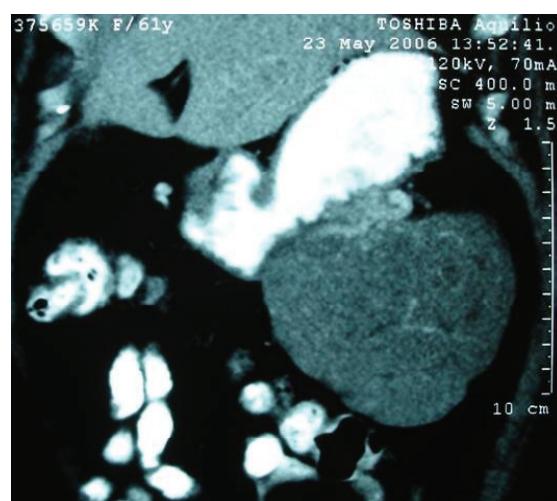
Tomografia evidenciando massa abdominal em contato com grande curvatura gástrica
